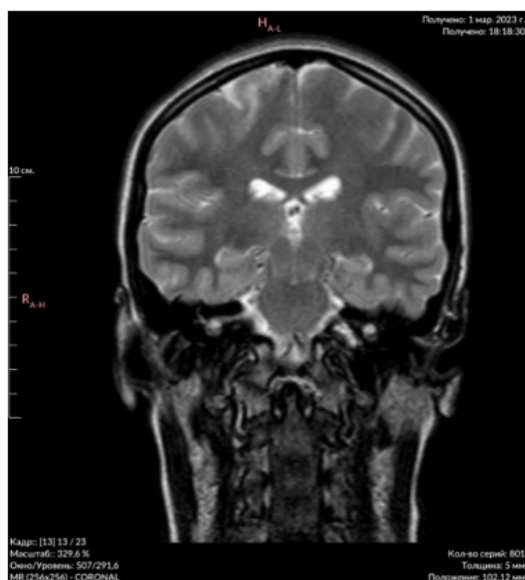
Краниоцервикальная патобиомеханика на МРТ во фронтальной плоскости до мануальной коррекции. МРТ-срез через зубовидный отросток вертебрального сегмента C₁₋₂. Определяется асимметрия статики зуба 2-го шейного позвонка. Измерено расстояние между боковыми массами атланта и зубовидным отростком аксиса (слева — 3,5 мм, справа — 6 мм)
